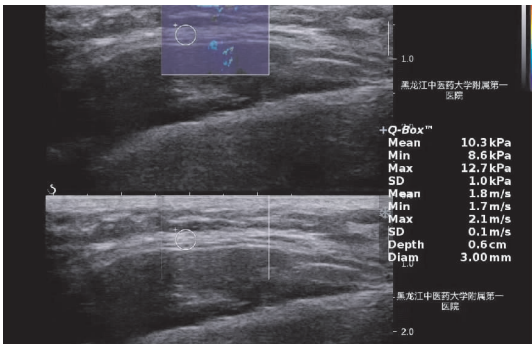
治疗结束后 3 周超声下髌韧带弹性模量图
